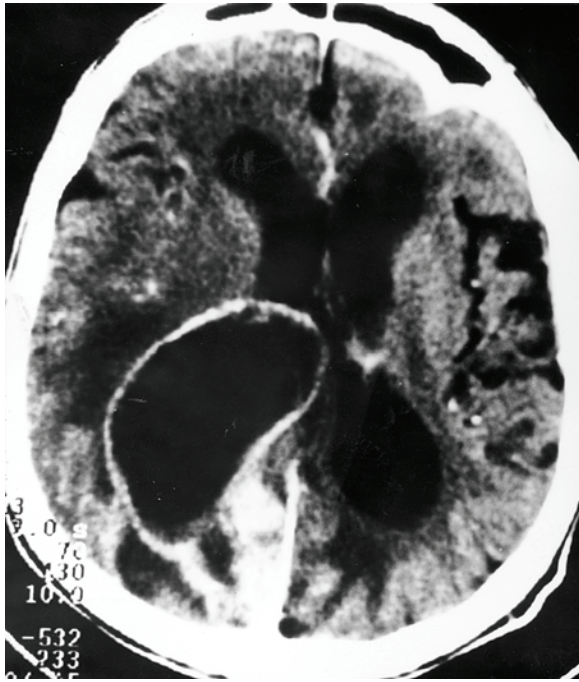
Tomografia computadorizada do crânio demonstrando lesão hipodensa, circunscrita por um halo hiperdenso na região parietoccipital direita e edema perilesional.
